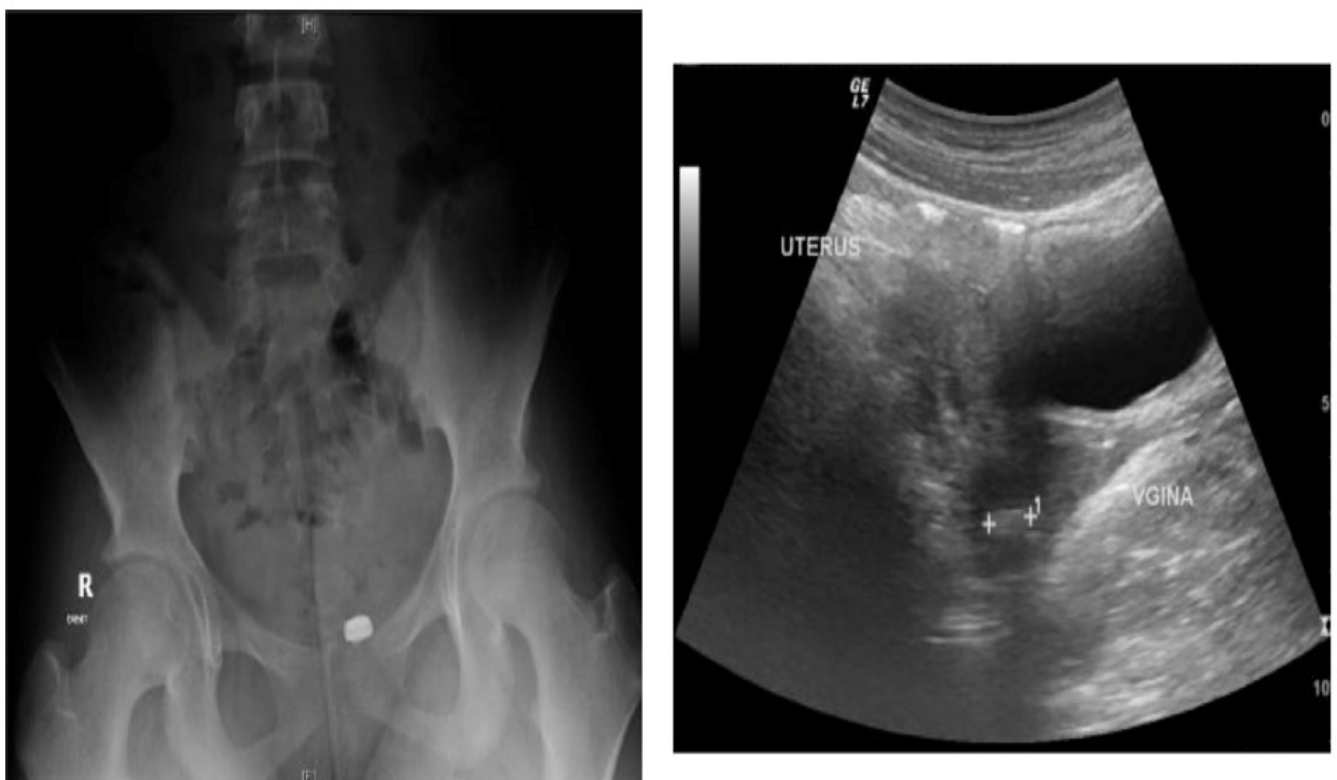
Présence d'un corps étranger (une pile) à la radiographie abdominale et à l'échographie.(44)
